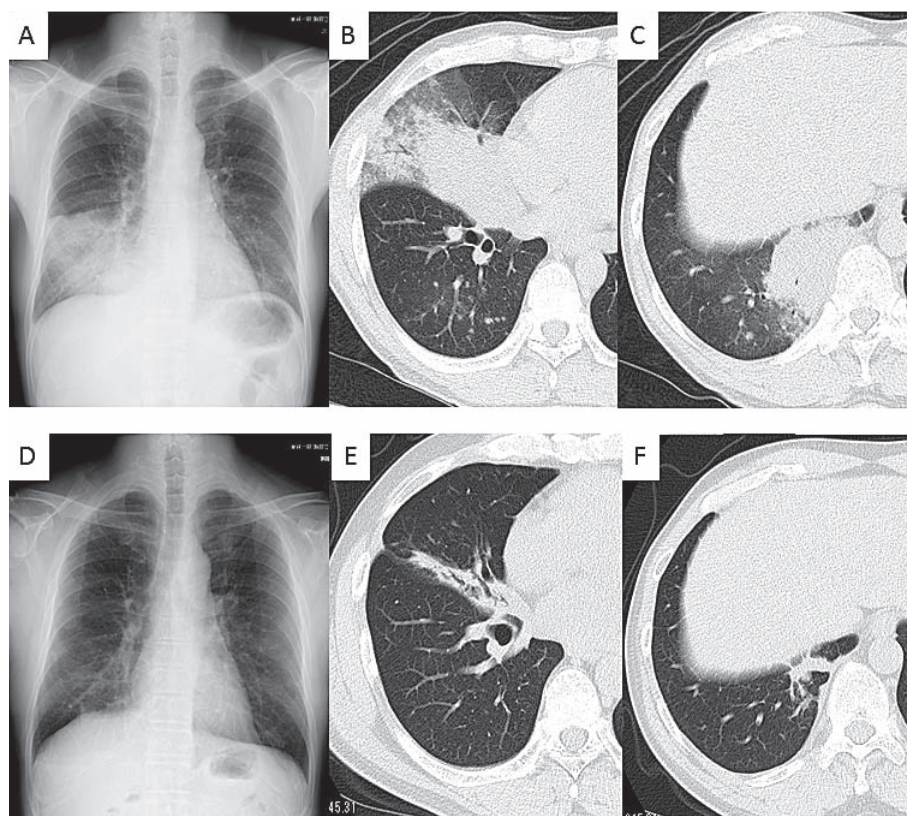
(Case 8) : Chest X ray (A) and CT (B and C) showed consolidations in the right middle lobe and lower lobe before treatment. Chest X ray (D) and CT (E and F) showed that these consolidations improved after 12 months.
